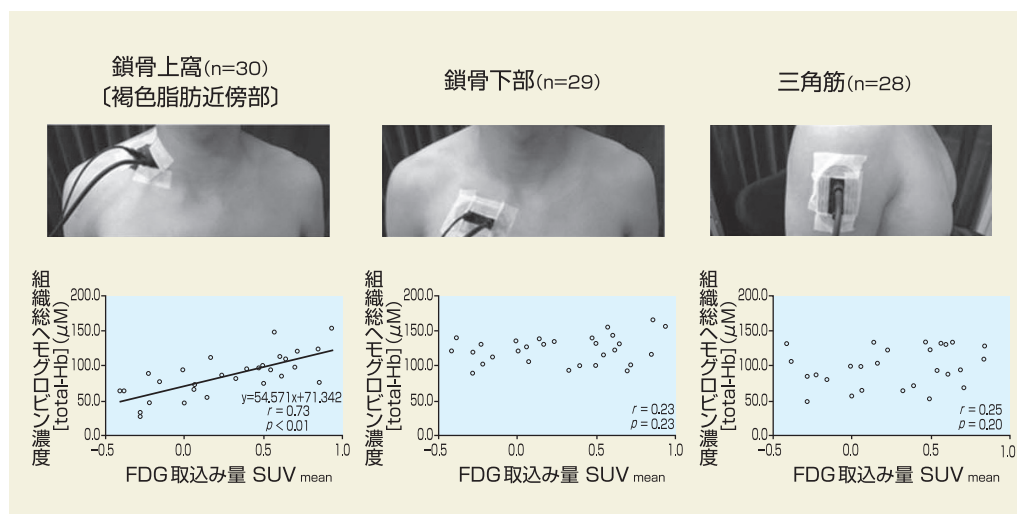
組織総ヘモグロビン濃度(total-Hb)とFDG\*9取込み量(SUV<sub>mean</sub>)との関係
